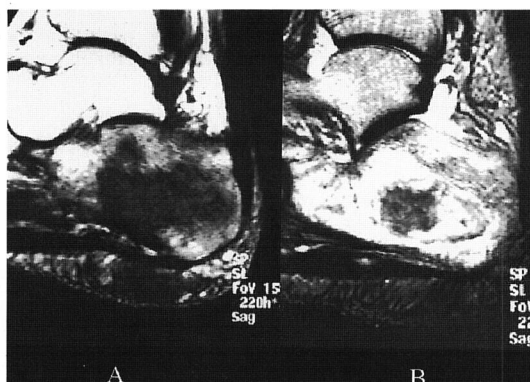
MRI findings: (A) T1 weighted sagittal image shows low signal intensity on the calcaneus. (B) T2 weighted sagittal image shows intermediate signal intensity surrounded with abnormal high signal intensity.
